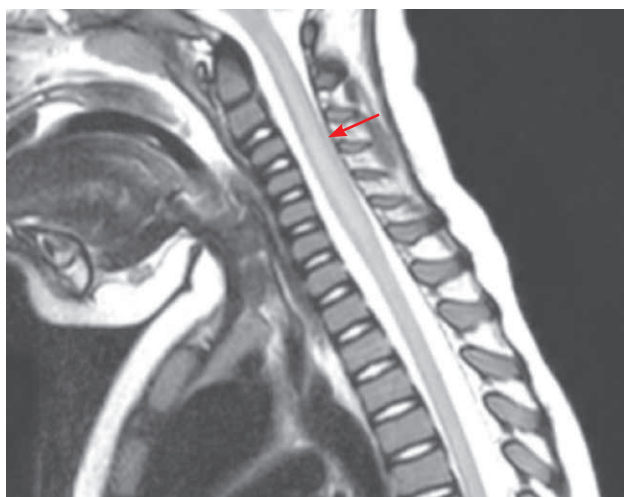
Resonancia magnética realizada a las 24 horas del ingreso. Corte sagital donde se observa hiperseñal en las secuencias potenciadas en T2 de C1 a C7, sin traducción en las secuencias potenciadas en T1 y sin captación de contraste.
